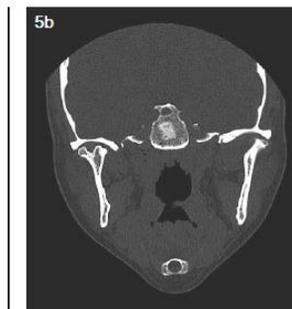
TC vista coronal de Cóndilo bífido derecho. Fuente21.
